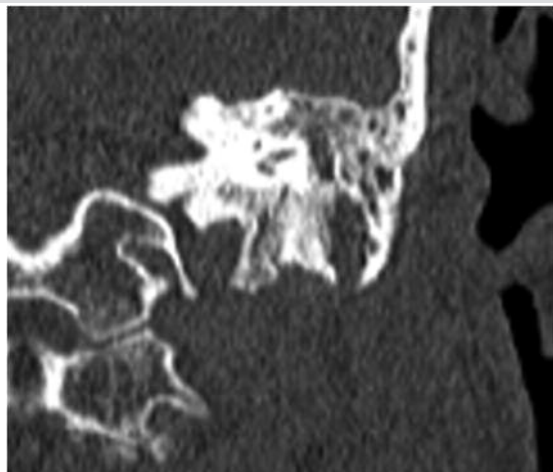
Компьютерная томография правой височной кости. Аксиальная проекция. Ячейки сосцевидного отростка заполнены патологическим субстратом. Перисинуозные воздухоносные клетки разрушены. В области чешуи височной кости - деструктивный процесс, с обнажением твердой мозговой оболочки
